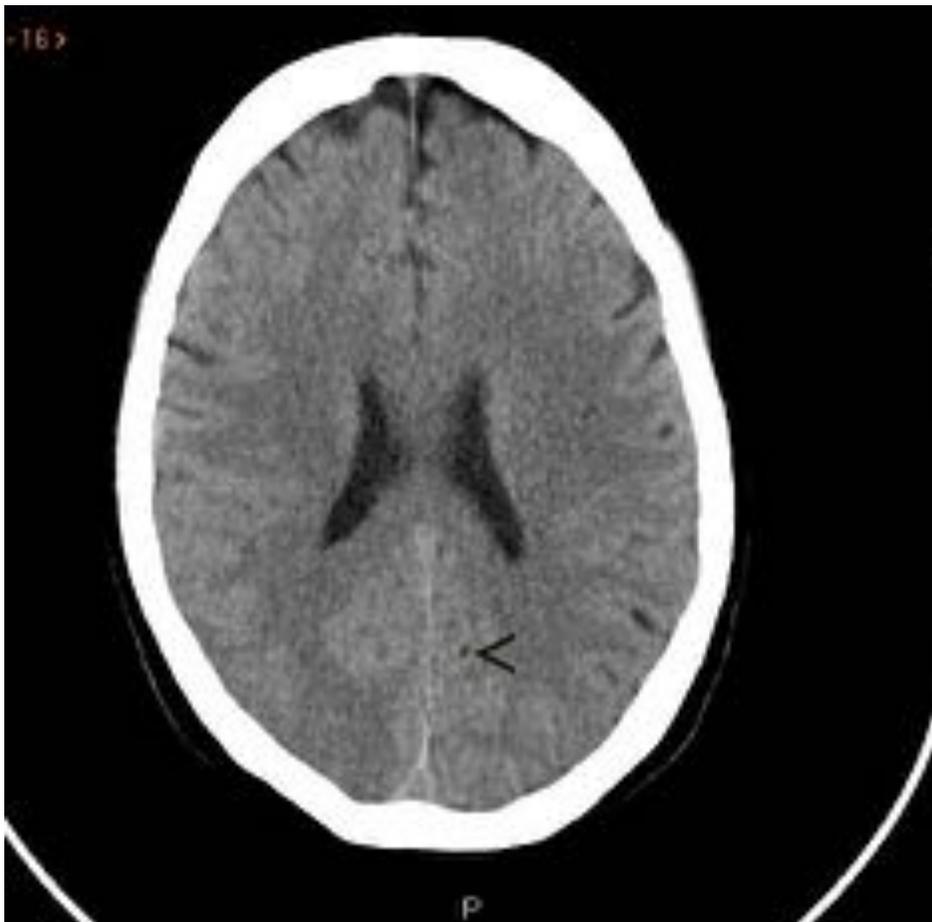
TC control al día siguiente de la paciente anterior: únicamente persiste una microburbuja de gas en lóbulo occipital izquierdo (>), habiendo desaparecido el resto de las burbujas de gas de aparente localización intravascular. No se aprecian alteraciones en el parénquima.
